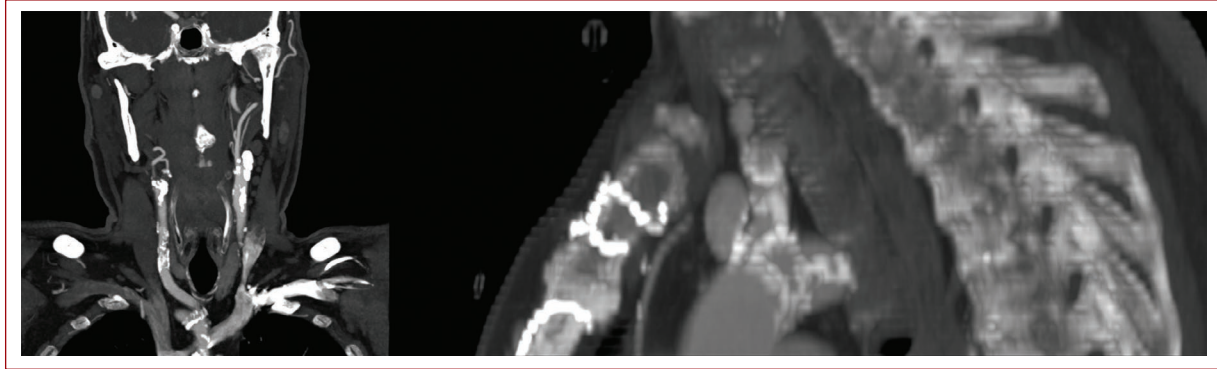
Angiotomografía: estenosis crítica de origen de arteria carótida común, lesiones en tándem de arteria carótida común y estenosis crítica de bifurcación carotídea.
